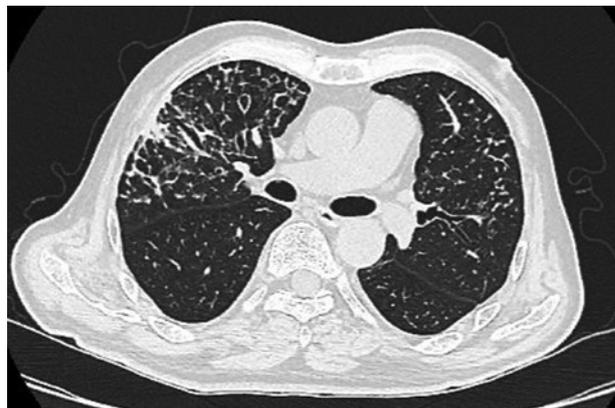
Chest radiographs, chest CT scans.
